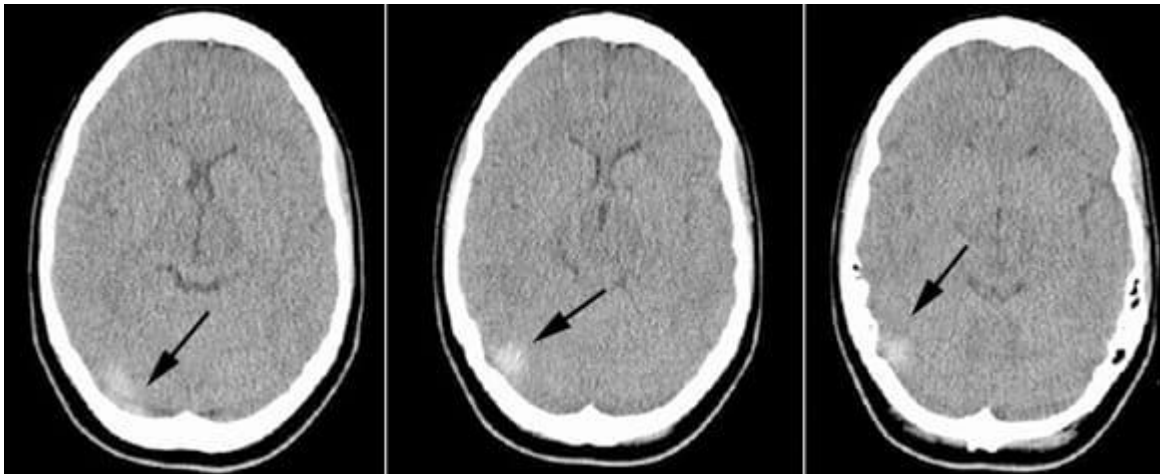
Tomografía craneal simple, axial. Se muestran cortes ascendentes. Se visualiza imagen hiperdensa turgente en la proyección del seno transversal derecho (flecha).
